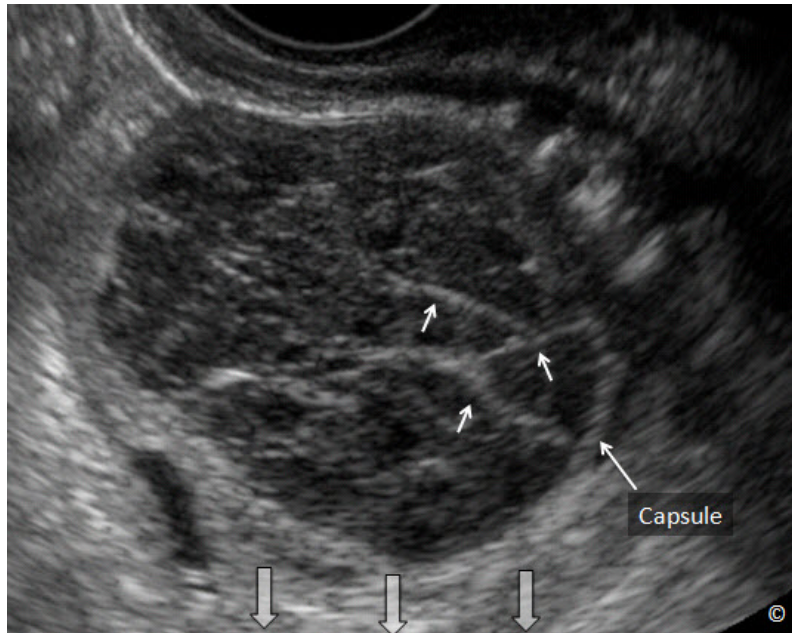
Ultrasonido transvaginal de un quiste hemorrágico. Obsérvese el aspecto sólido, con cápsula lisa (rotulado) y la transmisión excelente de sonido (flechas grandes). Nótese la ecogenicidad variable y el aspecto reticular característico (pequeñas flechas).
